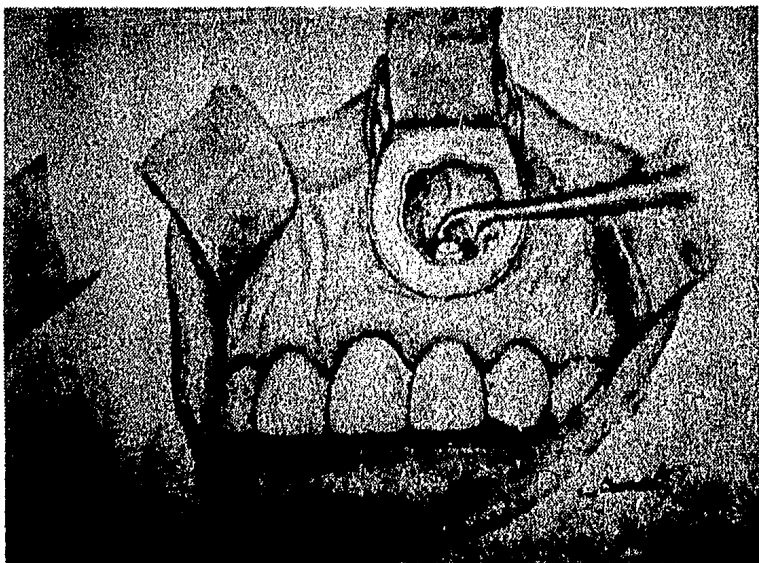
Raspado del proceso periapical con cucharilla.
